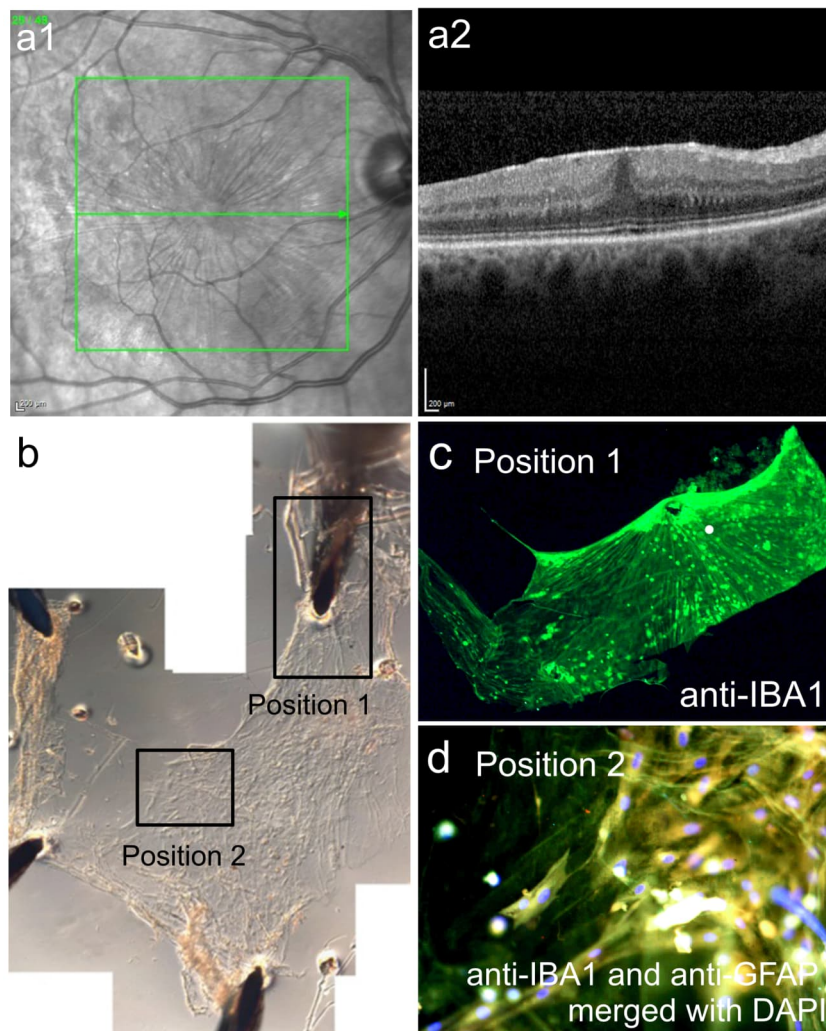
Prämakuläre Membran in der Zellkultur unter Anwendung tangentialer Traktion. (a1,a2) Spektral-Domains optische Kohärenztomographie-Aufnahmen einer 73-jährigen Frau mit idiopathischem Macular Pucker. (b) Das Interferenzmikroskopische Bild zeigt die flach ausgebreitete Membran, welche für die Zeitraffermikroskopie mittels feinen Nadeln aufgespannt wurde. (c) Positive Immunmarkierung mit anti-IBA1, einem
